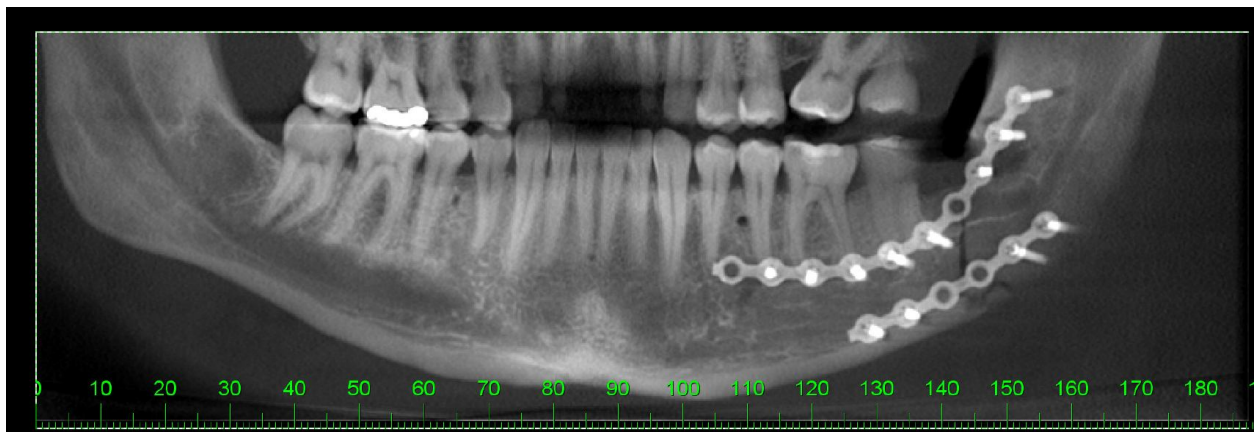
Radiografia panorâmica após a cirurgia de redução e fixação da fratura mandibular. Controle pós operatório imediato.
